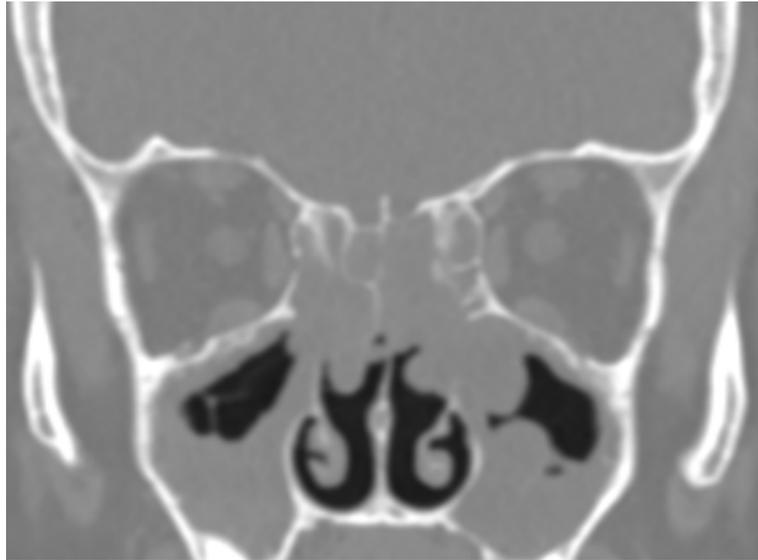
Koronare CT Darstellung der Nasennebenhöhlen mit massiver Polyposis nasi in den Sinus maxillares und ethmoidales; Aufnahme aus dem Archiv der Universitätsklinik für Hals-, Nasen- Ohrenheilkunde Magdeburg
